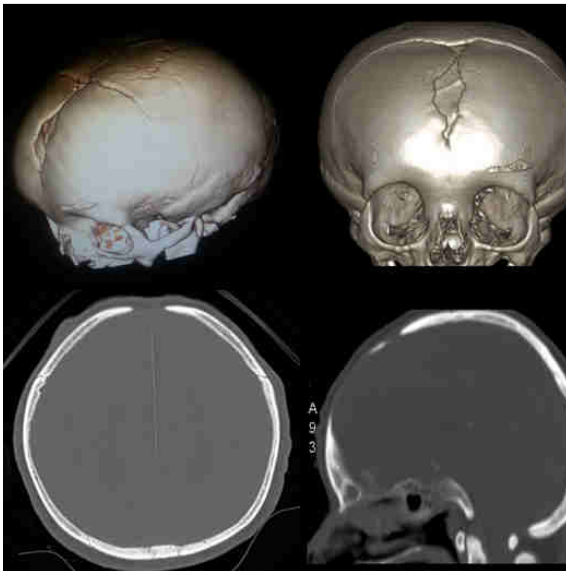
Diastasis de suturas en la tomografía de cráneo.
